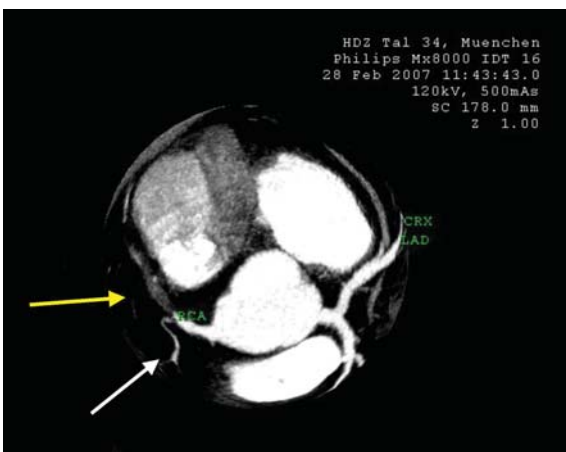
Kardio-CT. Multiplanare Rekonstruktion im „globe view“. Die RCA ist nach Abgang eines kleinen RV Astes proximal verschlossen (weißer Pfeil). Distal des Verschlusses sieht man einen relativ großen Thrombus (gelber Pfeil).
